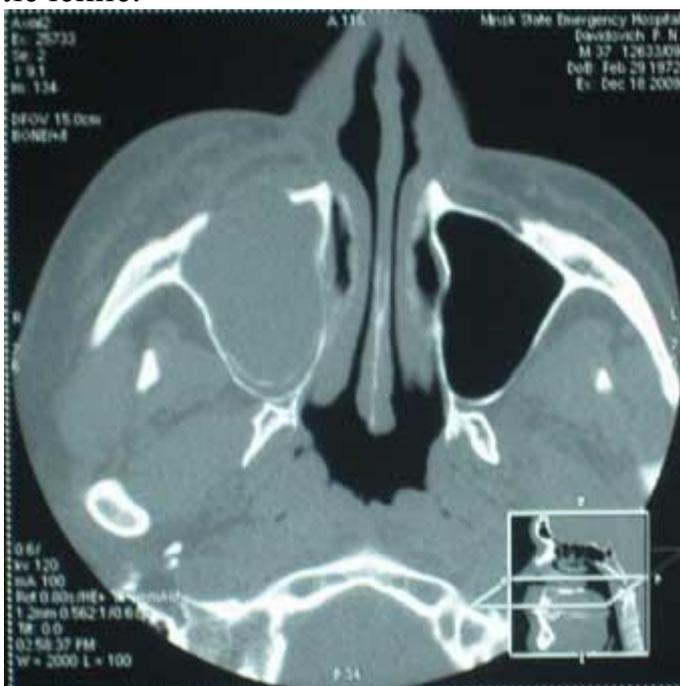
Компьютерная томография околоносовых пазух в аксилярной проекции пациента.
